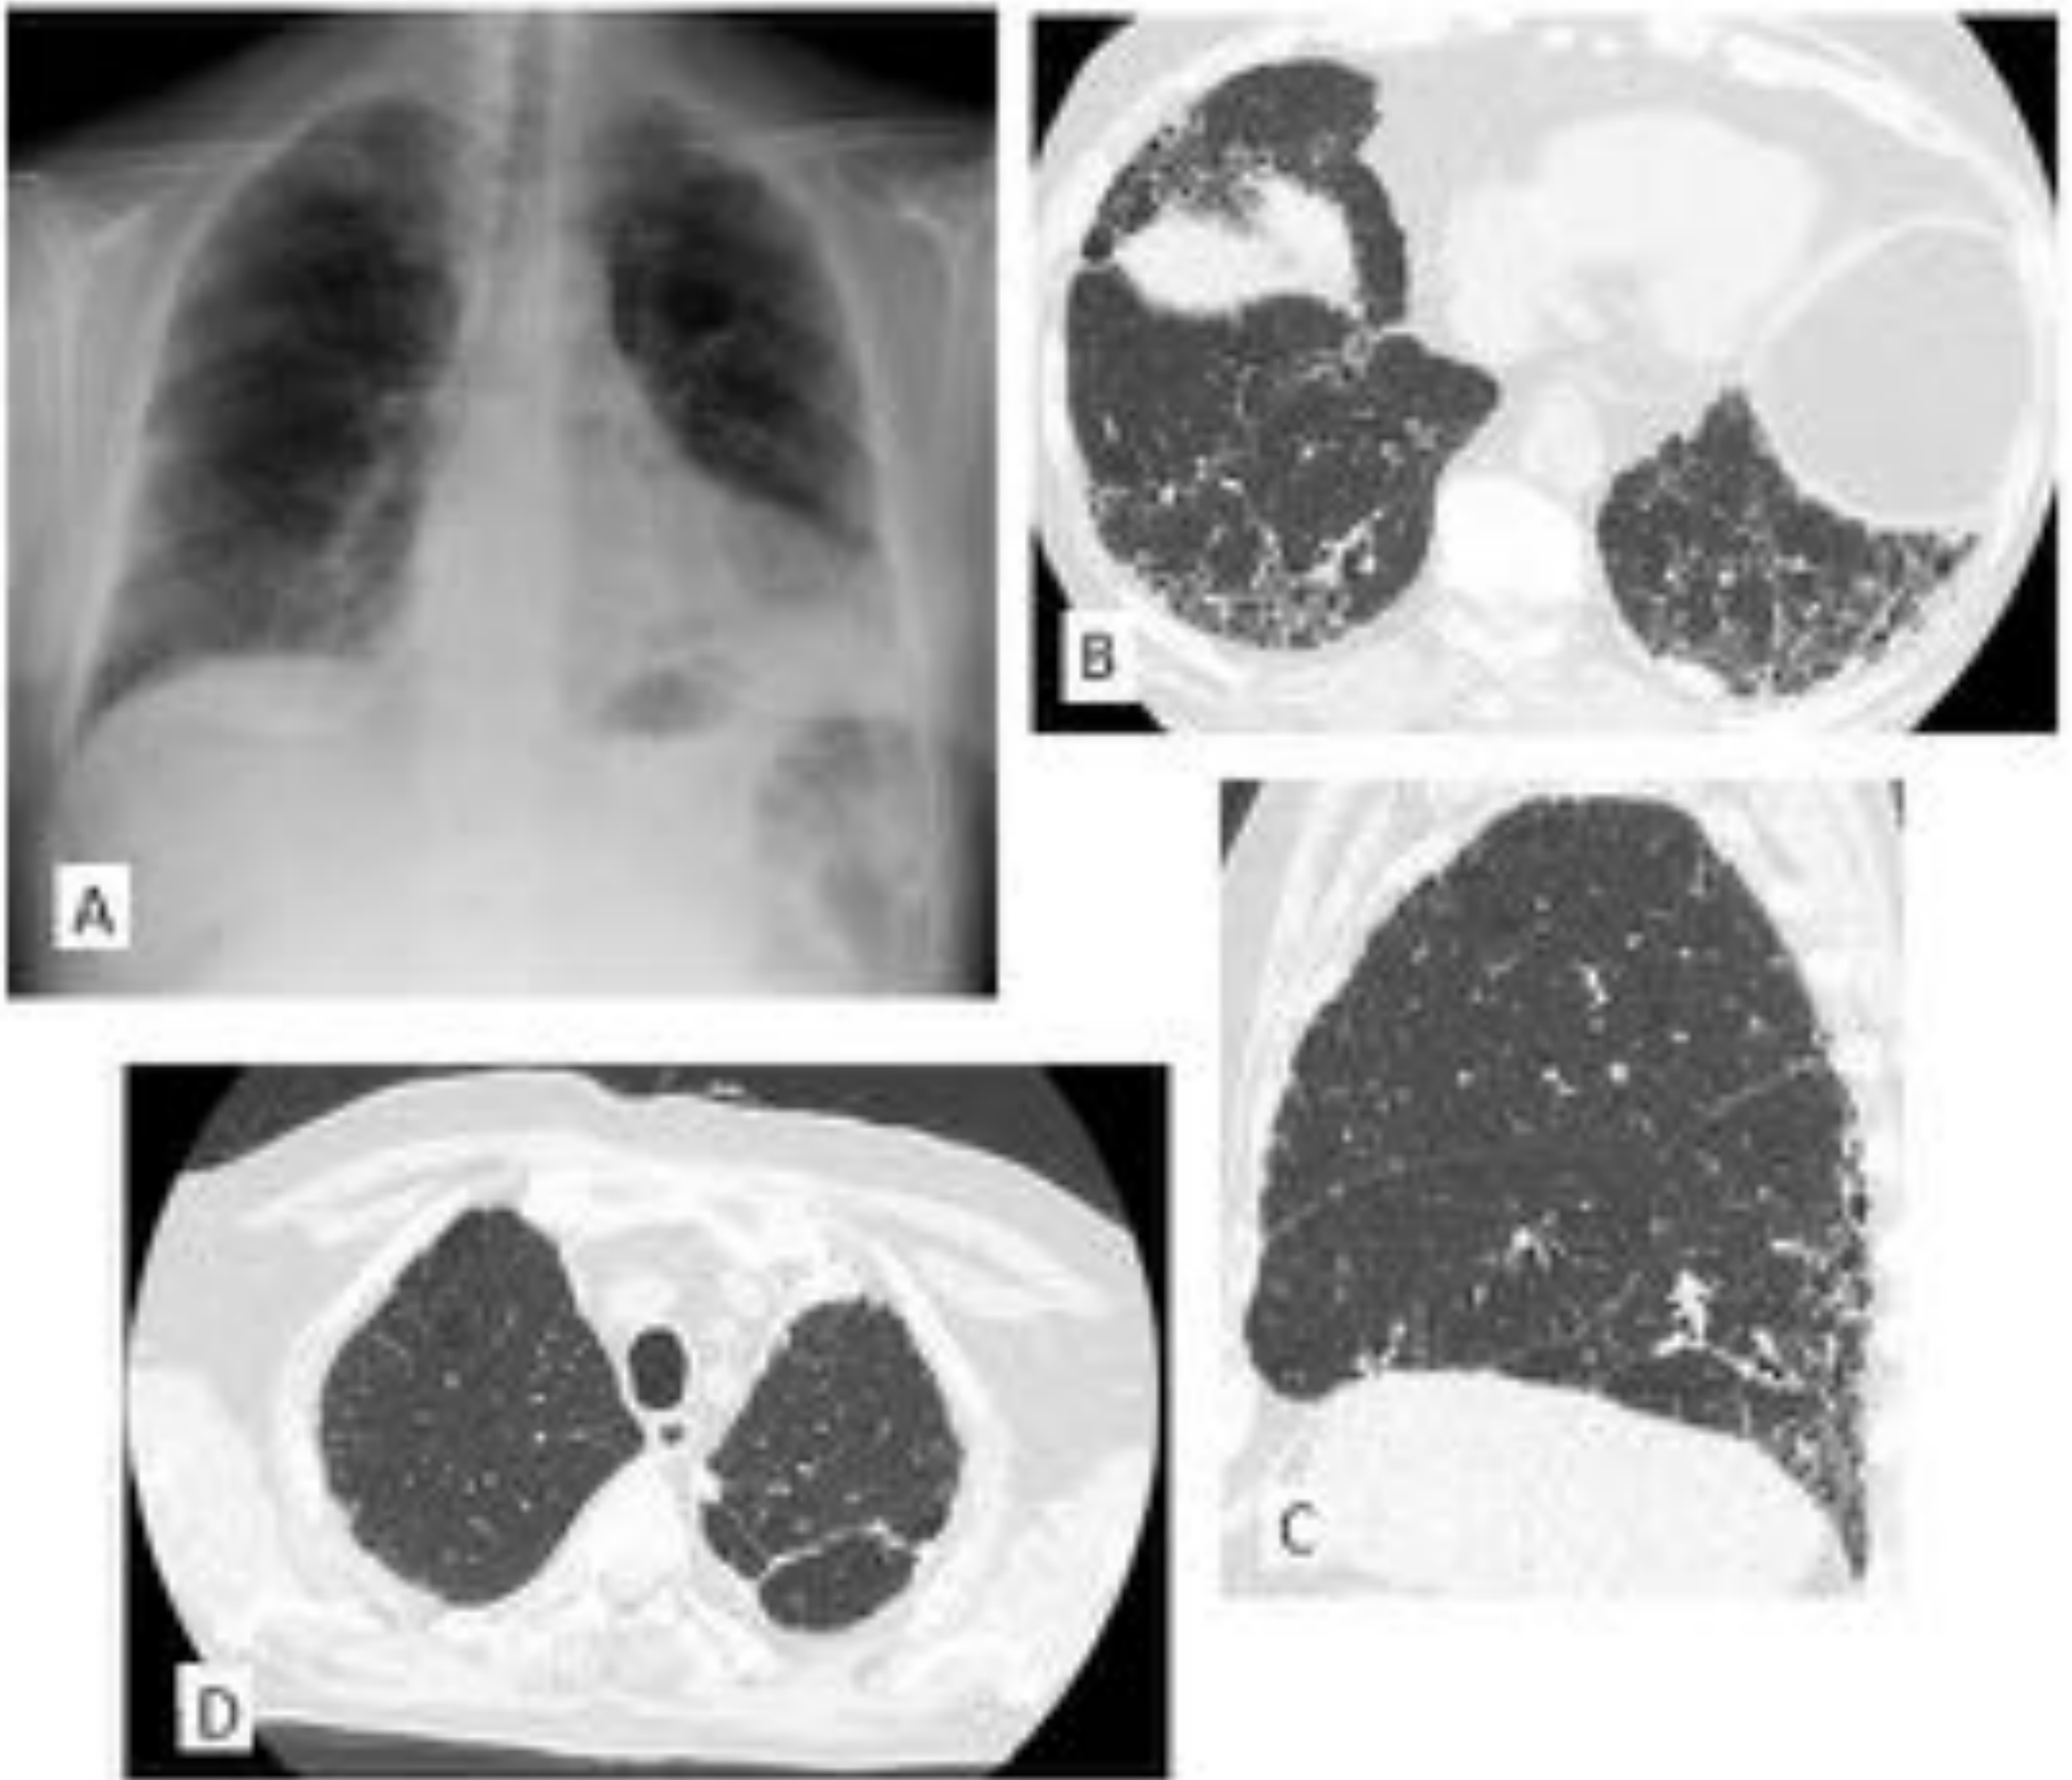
NIU/FPI en un paciente con enfisema. Una radiografía de tórax (A) muestra opacidades intersticiales basales con hiperclaridad de los campos pulmonares superiores. Las imágenes de TCAR muestran panalización bibasal típicamente afectando a la región posterior de ambos lóbulos inferiores (B y C), en asociación con bronquiectasias de tracción y engrosamiento septal. En los campos superiores se observa enfisema paraseptal y centrilobulillar (D), insuficiente para considerar el diagnóstico de fibrosis pulmonar combinada con enfisema. El diagnóstico final fue FPI en un paciente con enfisema.
